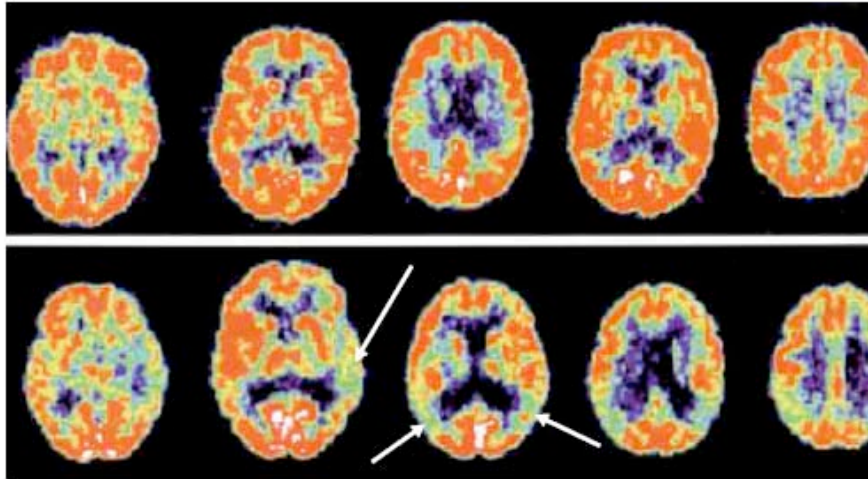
Estudios de metabolismo cerebral, PET.⁽¹³⁾
